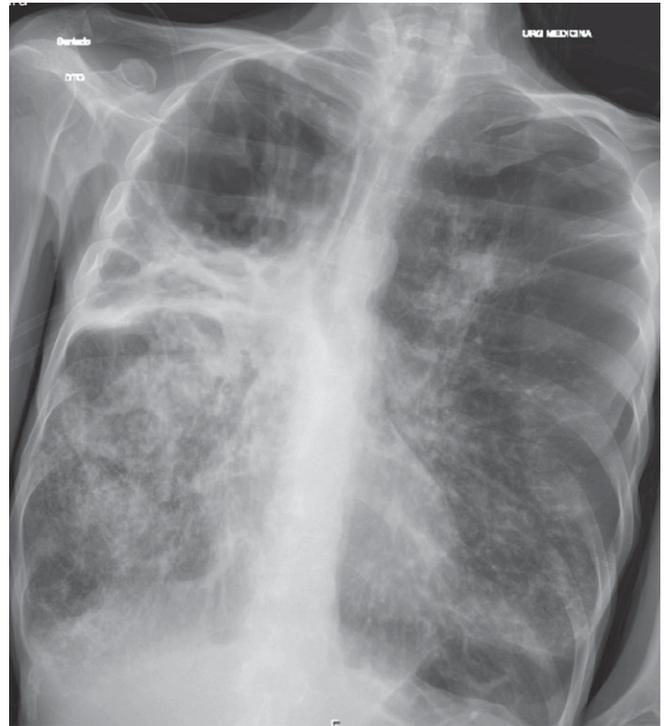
Radiografia torácica postero-anterior. Evidência de áreas hipotransparentes em ambos os ápices, região de maior densidade no hemitórax superior direito, delimitada pela cissura, e hipotransparências heterogêneas na metade inferior de ambos os campos pulmonares.
